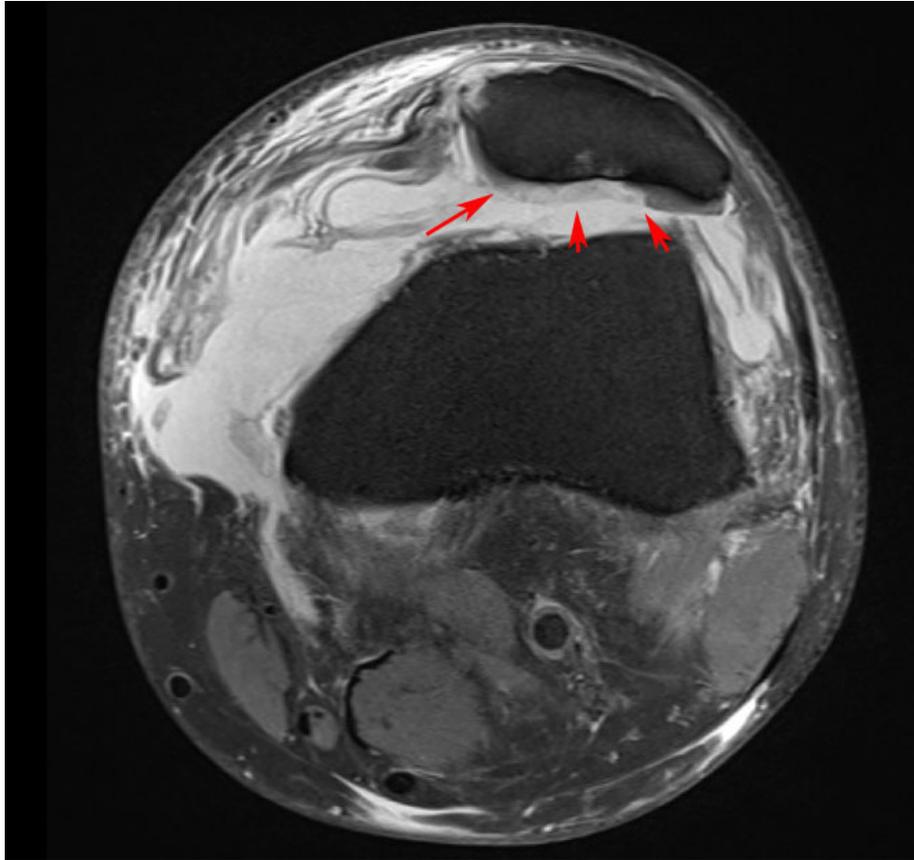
Kernspintomographie des Kniegelenks. Axiale Schnittführung. Die Pfeile zeigen den Knorpelschaden hinter der Kniescheibe.
